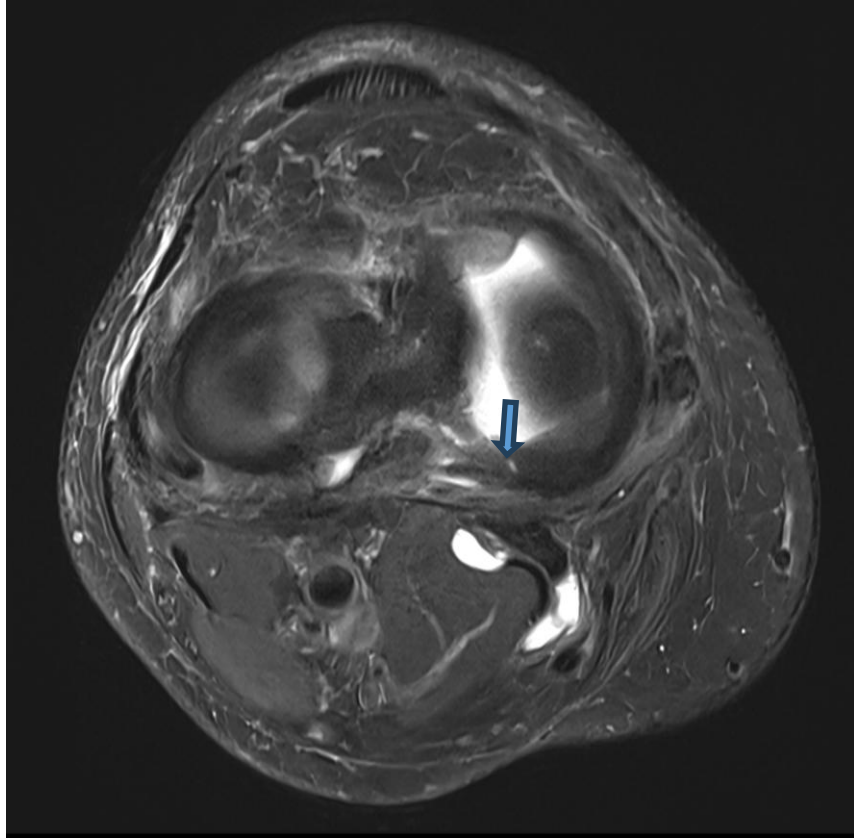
RM de rodilla, axial en secuencia T2.
